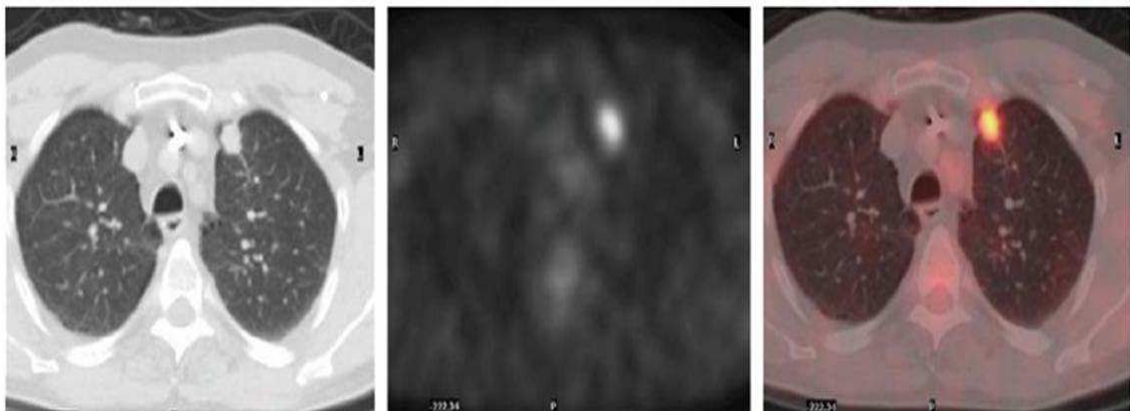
Image TEP-FDG en coupe TDM à gauche, coupe TEP au milieu et image de fusion à droite : foyer pulmonaire supérieur gauche unique fixant le FDG avec un SUV max à 6,7 en faveur de la malignité (HMIMV).
